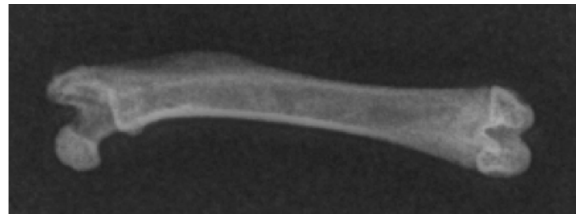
Fotografische (links) und röntgenologische (rechts) Abbildung eines Rattenfemur
